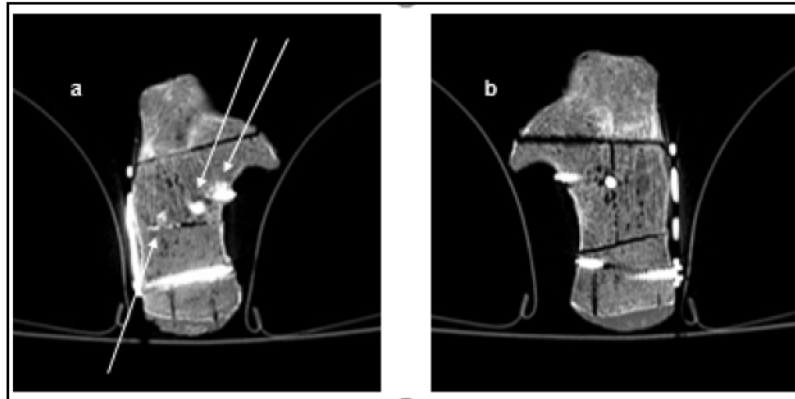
computertomografische axiale Einzelschicht des Fersenbeins der schraubenaugmentierten Osteosynthese, Pfeilmarkierung des Calciumphosphatzements in Angrenzung an die Schrauben, im Frakturspalt und intratrabekulär (a), konventionelle Osteosynthese (b).
